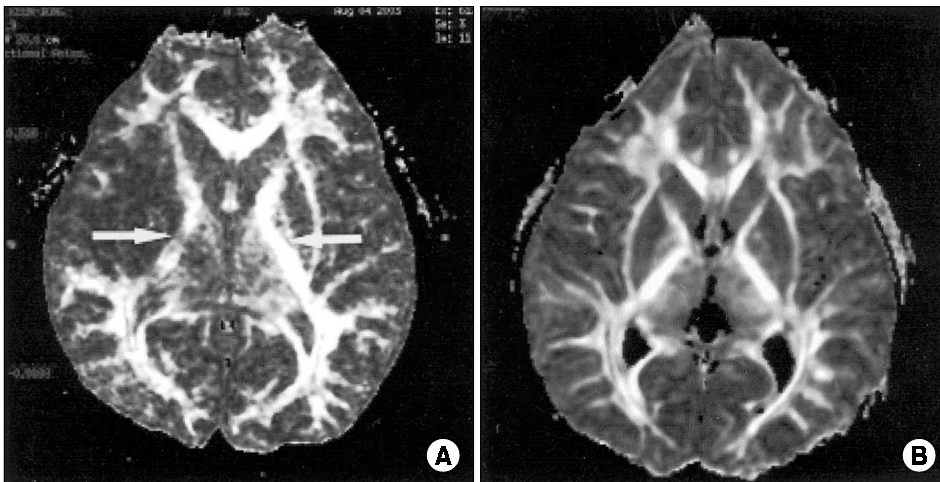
Fractional anisotropy (FA) map at the level of the internal capsule (arrow) were shown as a axial scan image of brain MRI in a patient with right middle cerebral artery infarction (A) and normal health control (B). The signal intensity of the right internal capsule was much less compared to the left internal capsule in a patient and the same region of normal control.
